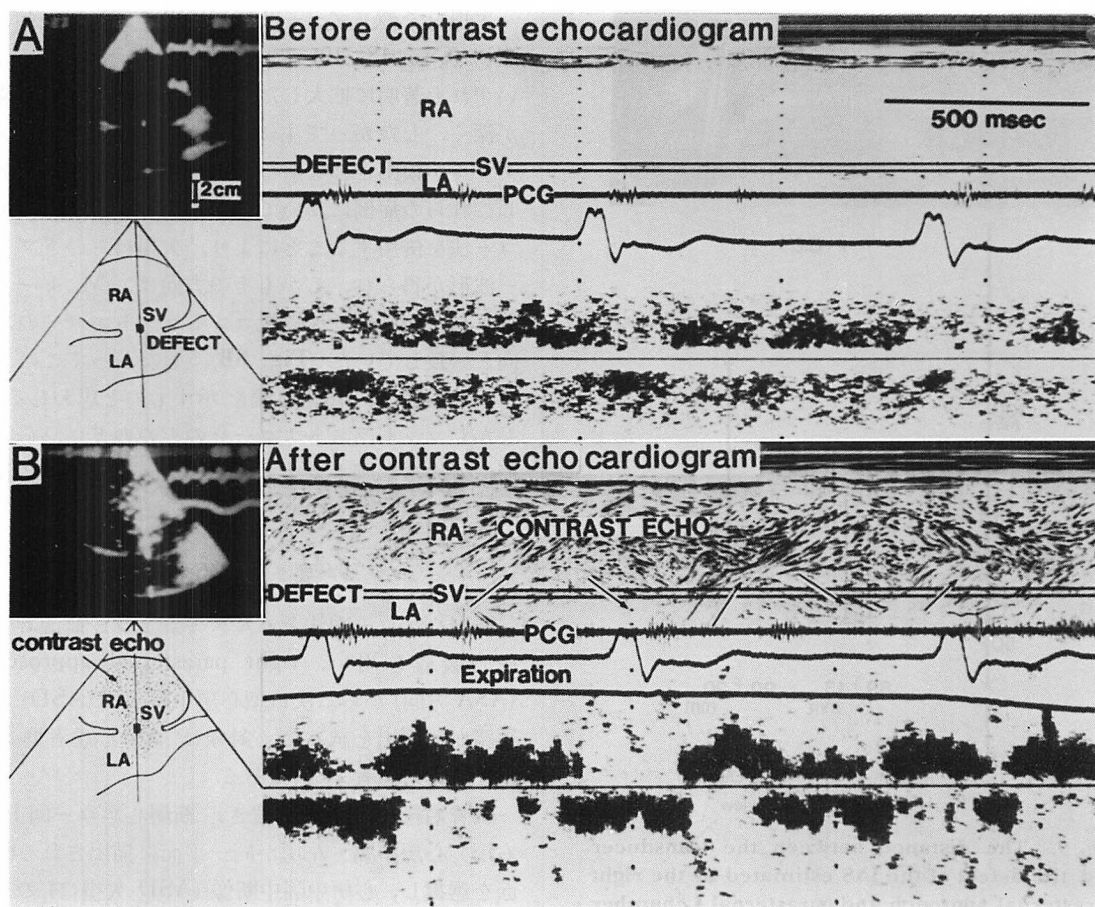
Doppler echocardiograms before (panel A) and after peripheral contrast material injection (panel B) in Case 18 with atrial fibrillation and tricuspid regurgitation.
